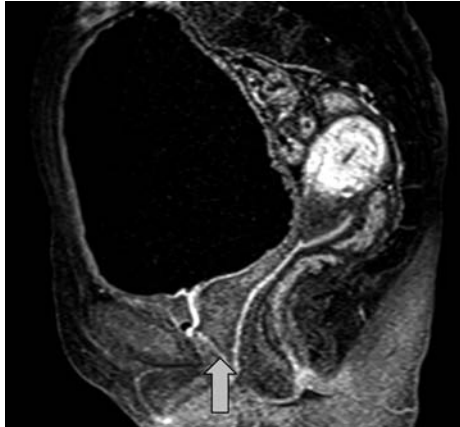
MRI revealed urethral stricture and periurethral mass.
